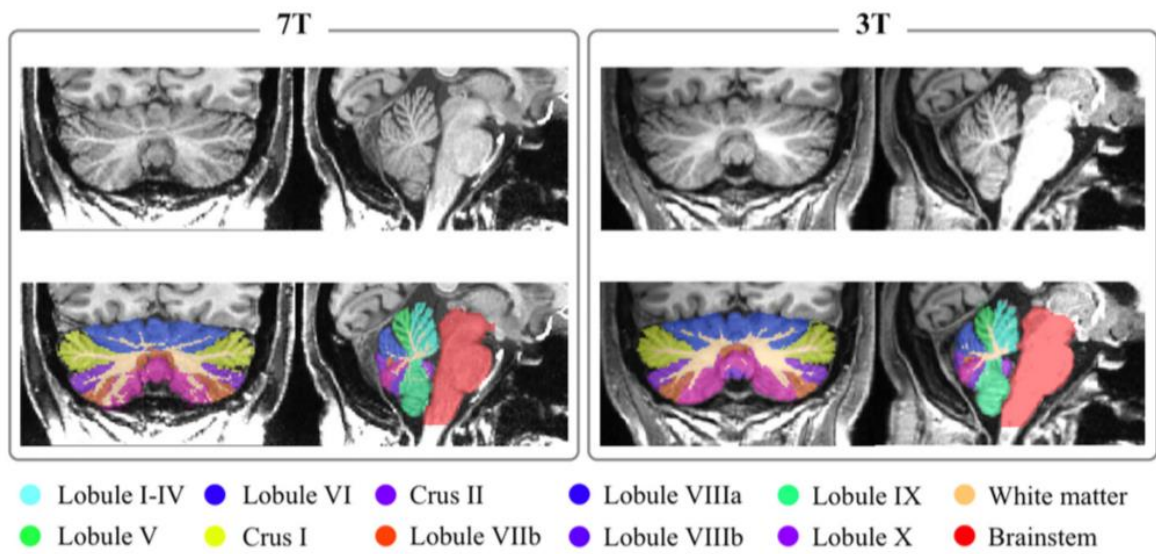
esempio di segmentazione dei lobuli cerebellari, sostanza bianca cerebellare e strutture tronco encefaliche ottenute tramite SUIter con MRI 3T e 7T sui dati di un paziente con SM (39).
